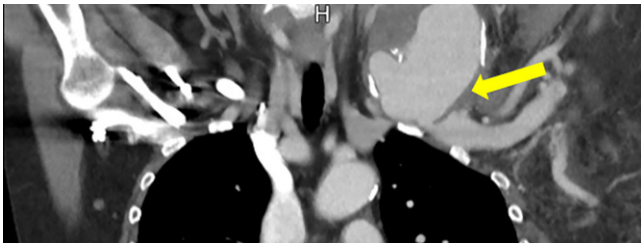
▲ CT-Angiographie (koronare Schichtung) der supraaortalen Arterien mit Nachweis einer perfundierten Raumforderung, entspringend aus der A. subclavia sinistra (gelber Pfeil)
